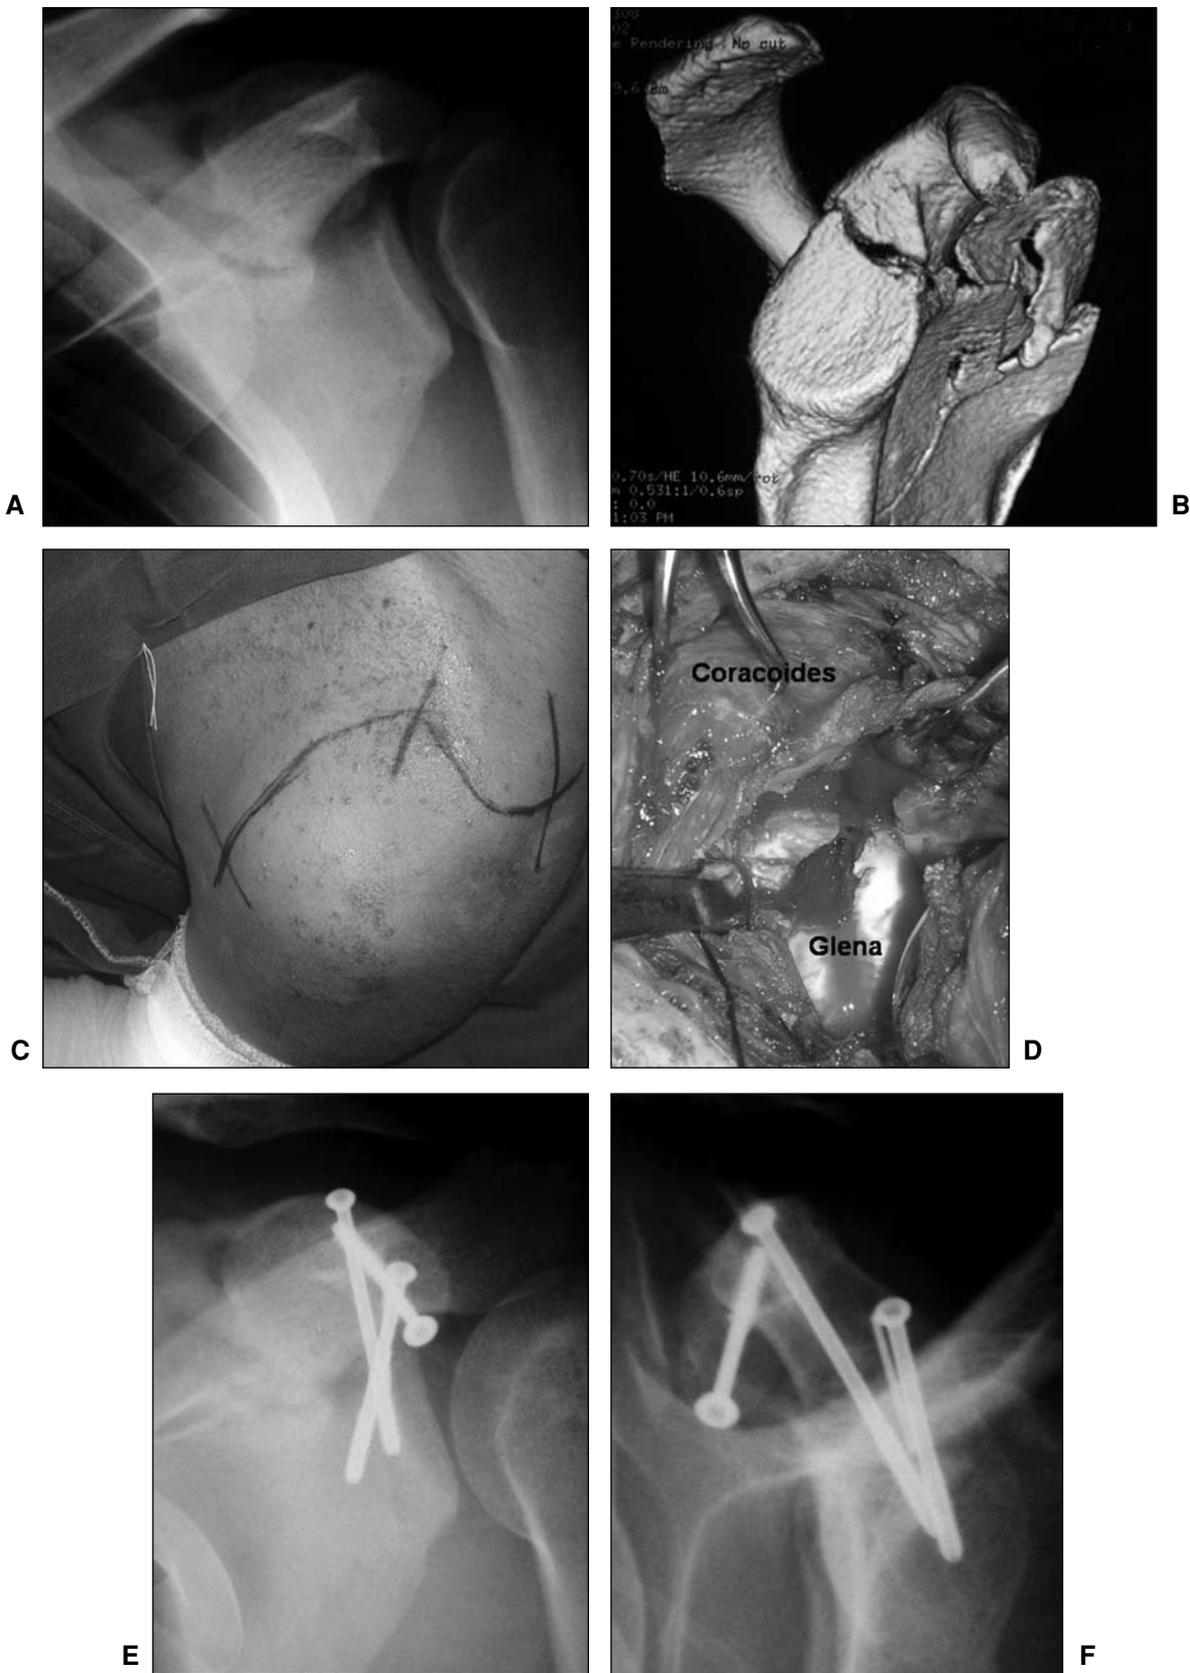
Fractura Ideberg de tipo III. A. Radiografía preoperatoria. B. Reconstrucción 3D con sustracción. C. Abordaje anterosuperior ampliado. D. Aspecto intraoperatorio de la lesión. E y F. Radiografía posoperatoria en la que se observa la correcta reducción articular con dos tornillos canulados y la osteosíntesis por osteotomía del extremo de la coracoides.
